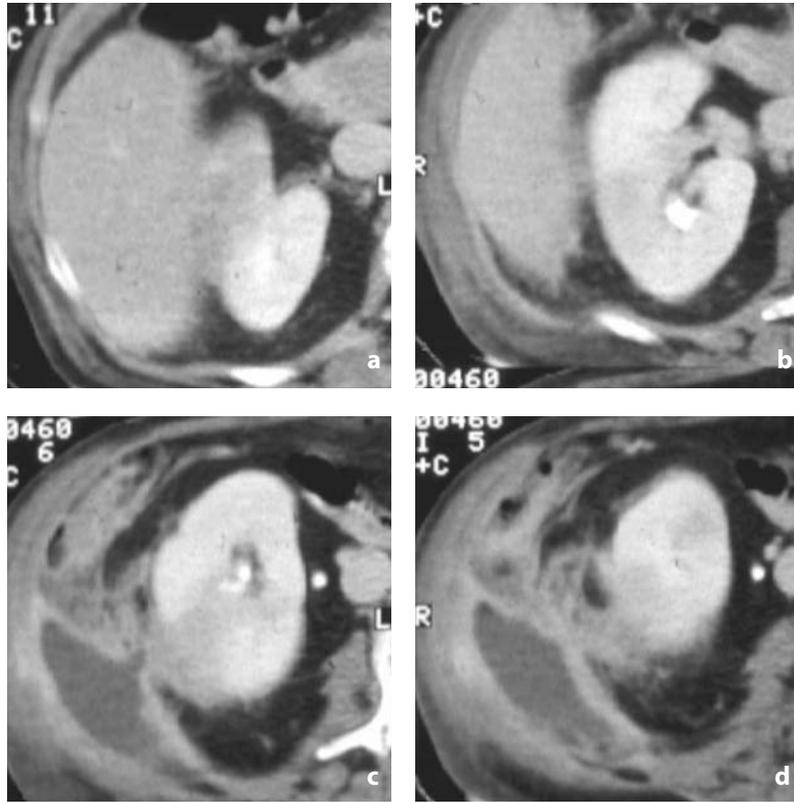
TC con mdc. Ascesso perirenale. a-c Il rene presenta un'area cuneiforme ipodensa per pielonefrite acuta focale, cui si associa striatura del grasso perirenale, ispessimento della fascia renale posteriore e una vasta raccolta perirenale posteriore (c-d)
